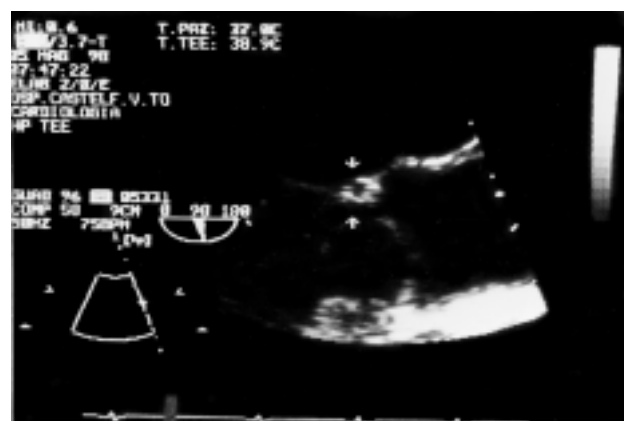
Immagine sovrapponibile a quella della figura 1, ottenuta con un esame ecografico transesofageo: è visibile in modo ancora più nitido il cerchio anecogeno fra aorta e lembo anteriore della mitrale.
